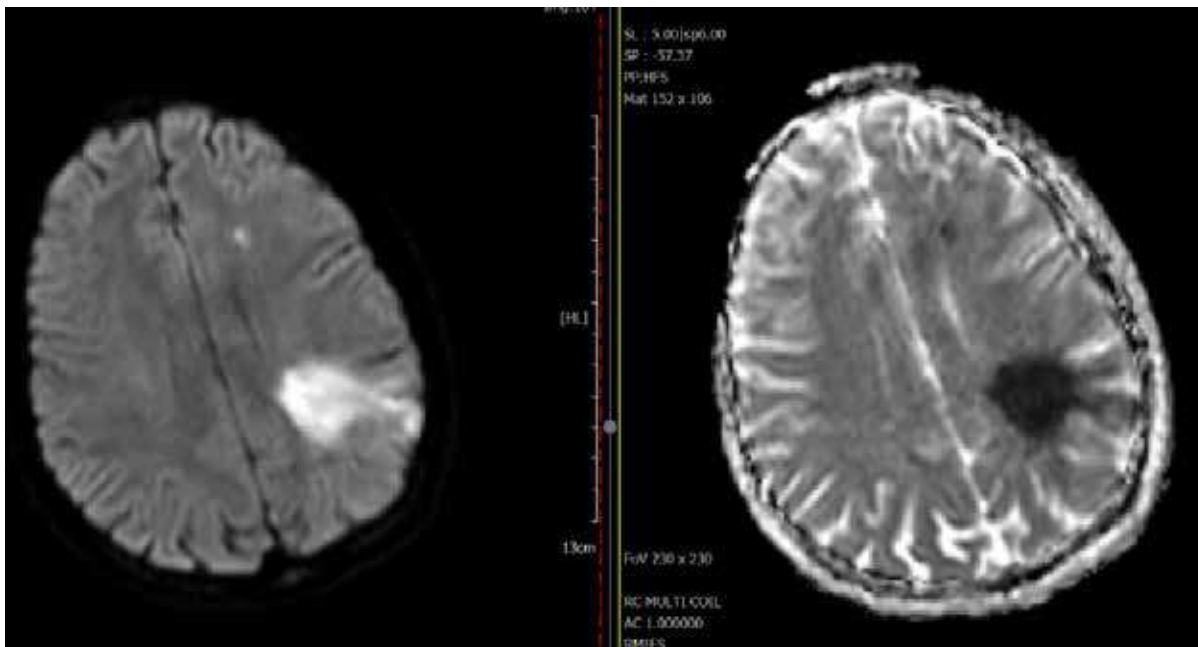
Diffusion Magnetic Resonance: Wide Diffusion Restriction in the Left Middle Cerebral Artery (MCA)
